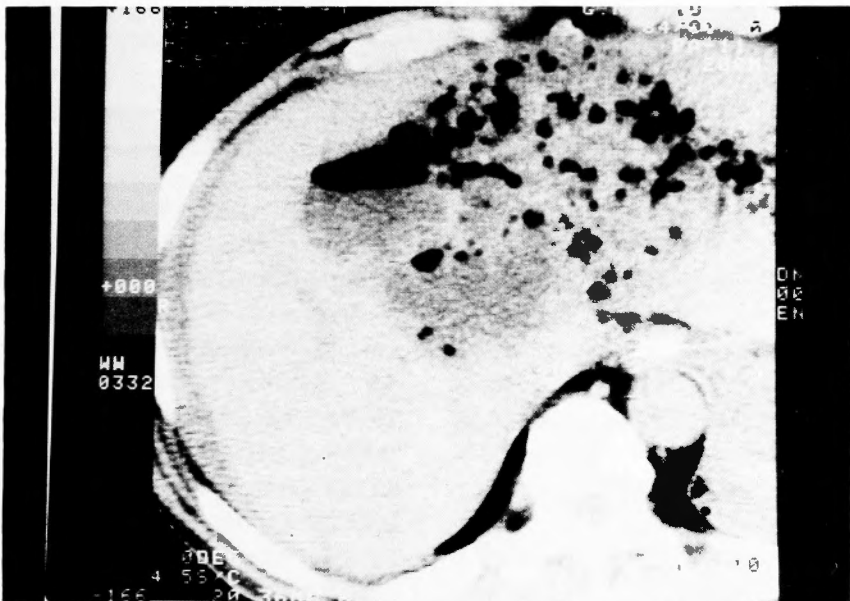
CT of case 4 showing multiple abscess with gaseous change.
